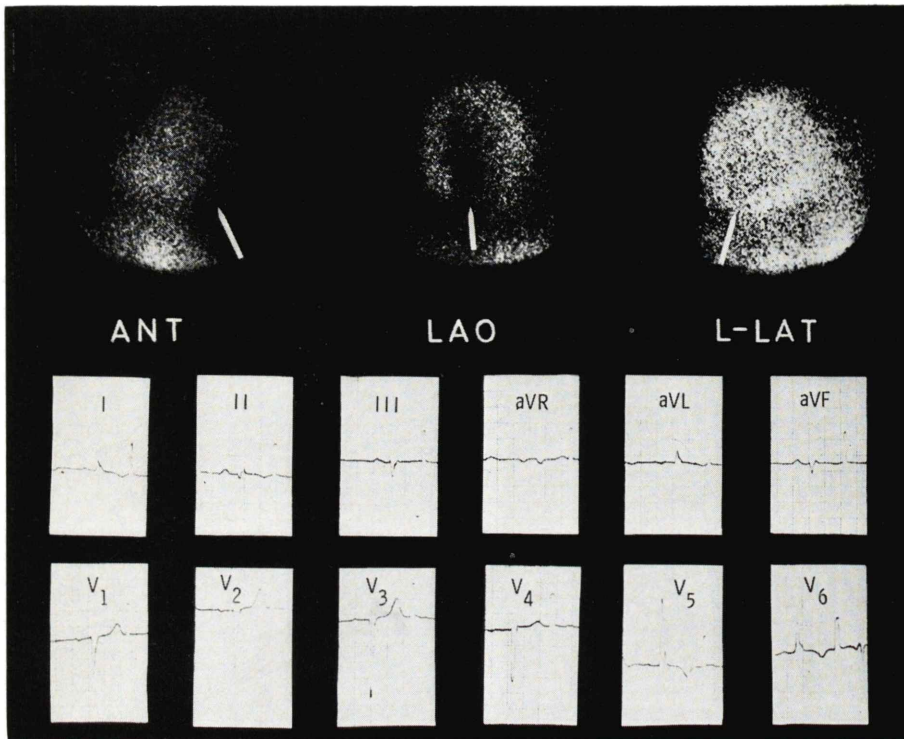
Myocardial scintigram of patient with inferior wall infarction. A defect indicated by arrow.
